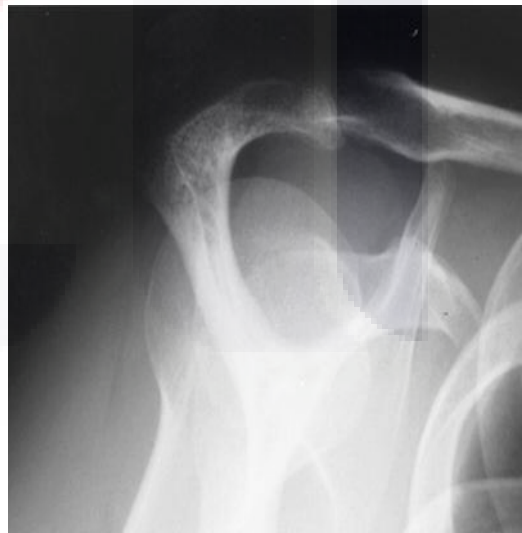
Radiografía proyección de salida de supraespinoso.
